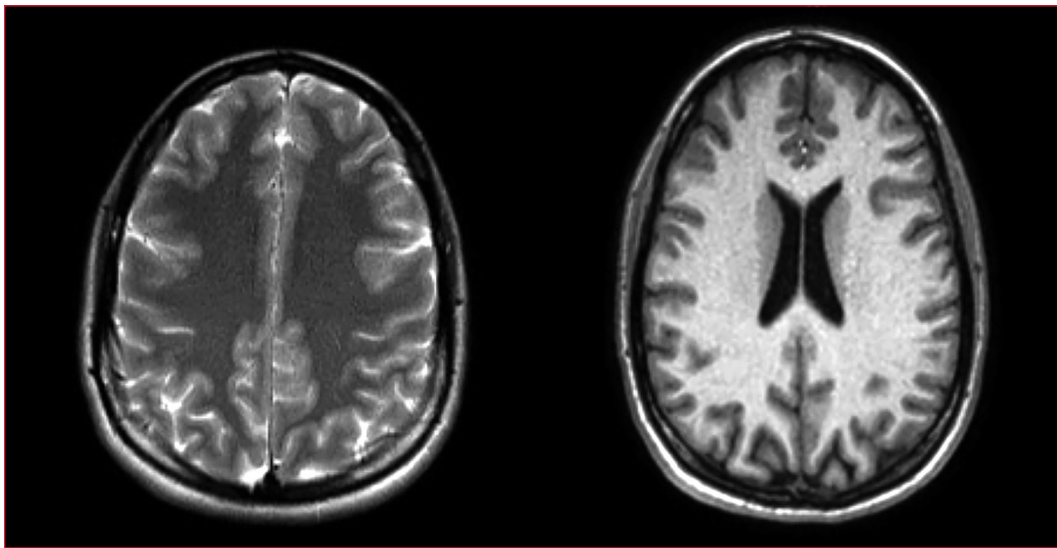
Caso 1. Resonancia magnética de cerebro. Sin anomalías.
